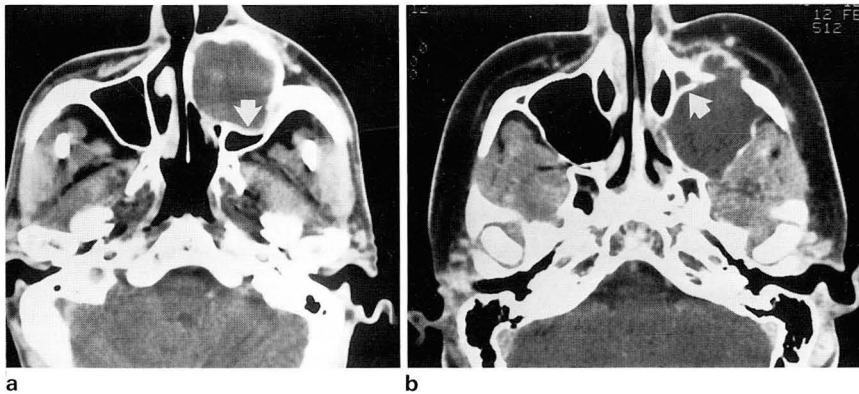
Axial CT images of the cases with left maxillary fissural cyst (a) and cystic ameloblastoma of the left maxilla (b). Thin bony walls (arrows) between the lesions and the sinus cavities are seen and this finding suggests extra-antral origin of the lesions. The fissural cyst (a) was thought to be a globulomaxillary cyst because of its parmedian location and the ameloblastoma (b) was unilocular cystic in type.
